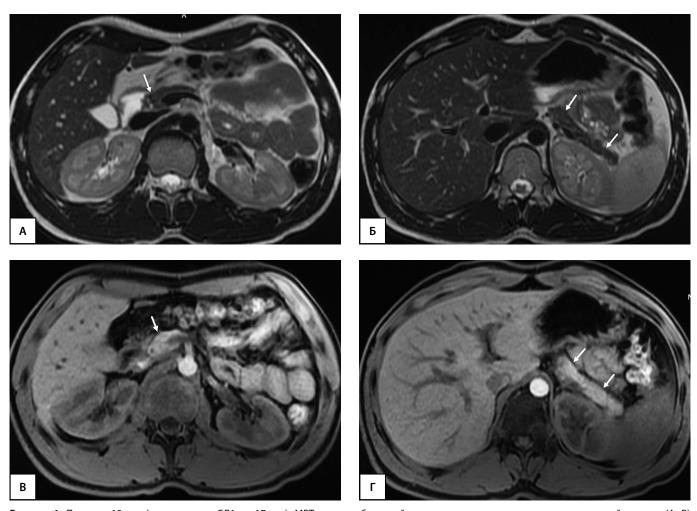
Пациент, 19 лет (длительность СД1 — 17 лет). МРТ органов брюшной полости на уровне головки поджелудочной железы (А, В) и на уровне тела и хвоста (Б, Г). А, Б — Т2-ВИ, аксиальная плоскость; В, Г — Т1-ВИ, аксиальная плоскость. Определяется диффузное снижение объема поджелудочной железы, более выражены изменения на уровне головки (стрелки). ОПЖ=15,2 мл; ОПЖ/ИМТ=15,2/22,98=0,66 мл/(кг/м²); ОПЖ/ППТ=15,2/1,89=8,04 мл/м².
